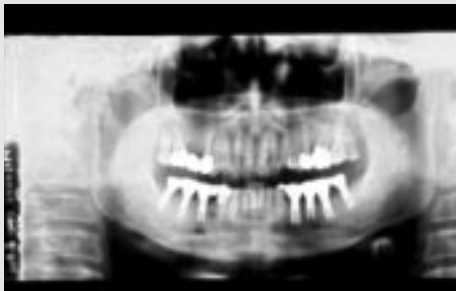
Orthopantomograph (1997년 6월)
